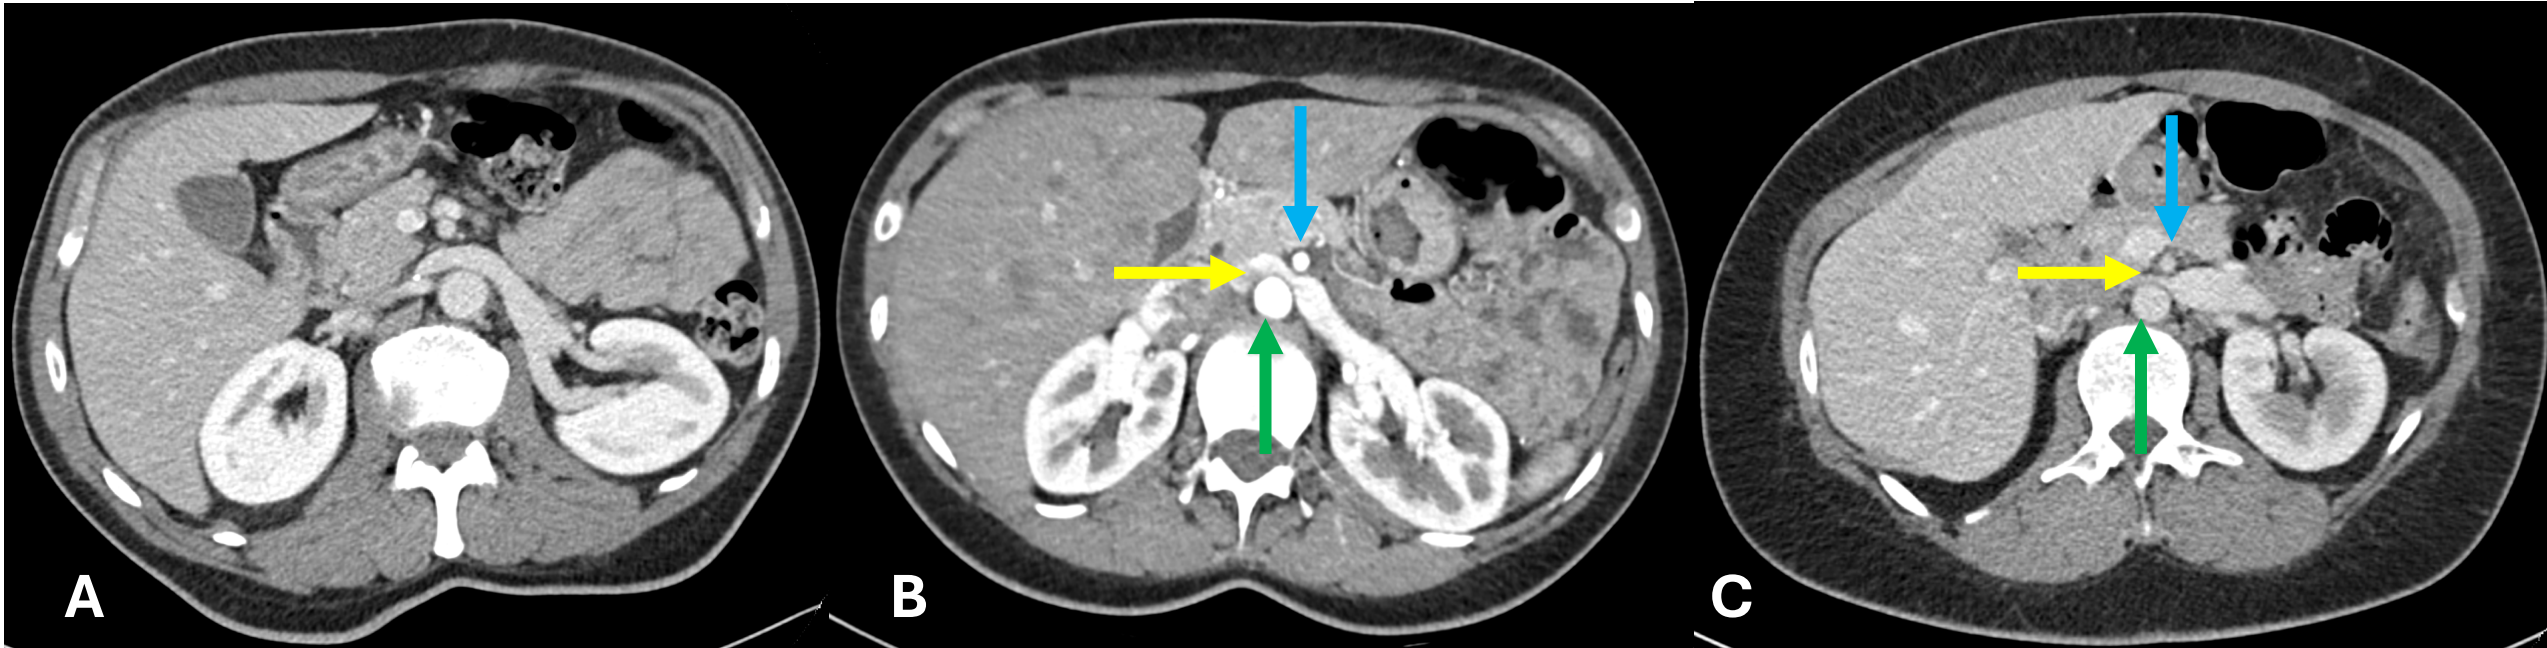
Comparación en TC axial entre una VRI de calibre normal (A) y una VRI comprimida en el ángulo aorto-mesentérico (B y C), con estrechamiento abrupto en la zona de compresión, hallazgo característico del síndrome del cascanueces (“signo del pico”), señalándose con flecha amarilla la VRI comprimida, en flecha azul la AMS y en flecha verde la aorta abdominal.
